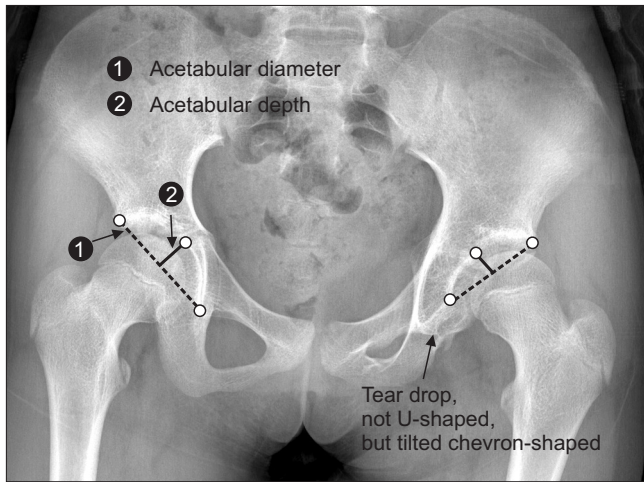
A both pelvic anteroposterior radiographs taken at 5 years after injury.
